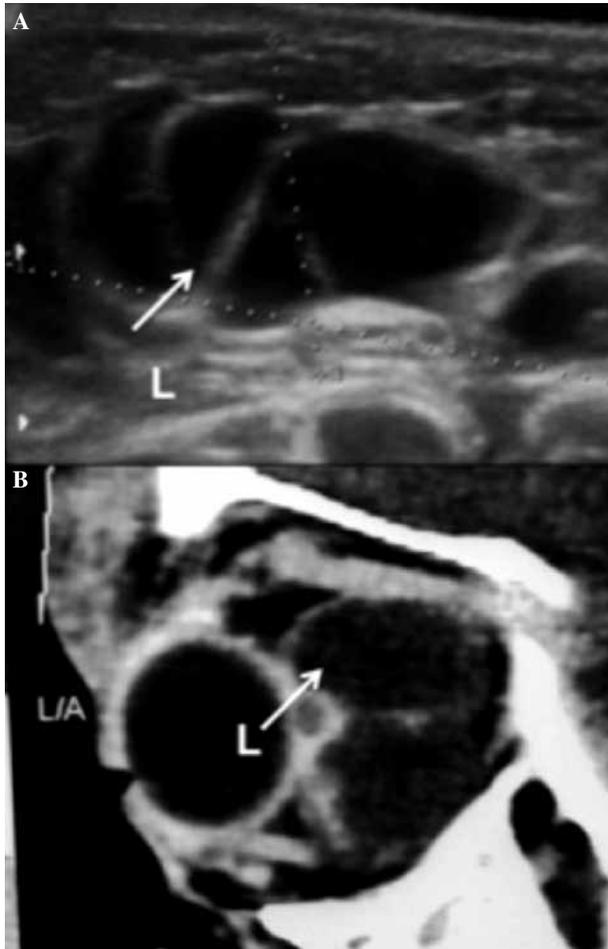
Estudios de imagen. Ecografía que observa linfangioma (L) tabicado y en la tomografía se aprecia un linfangioma (L) retroocular.
